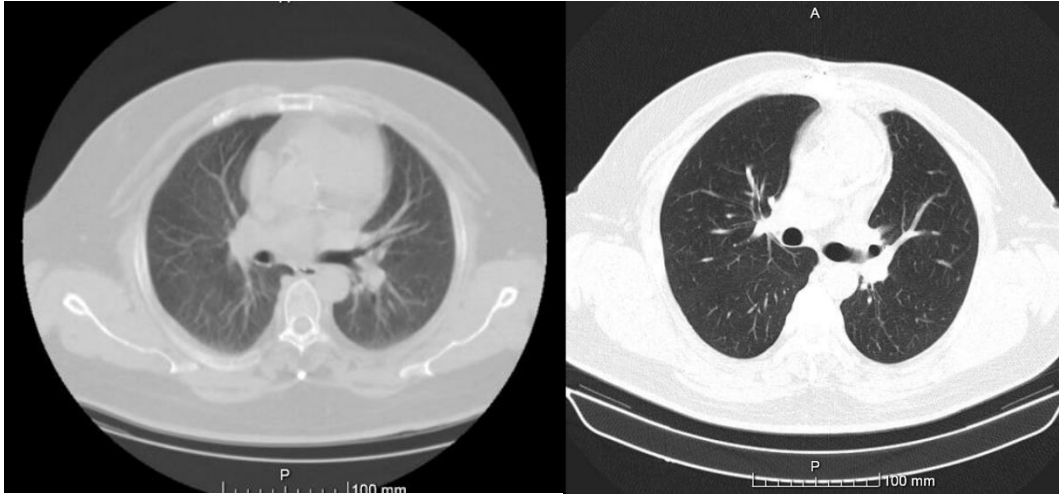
TC pulmonar sem alterações visíveis em novembro de 2008 à esquerda e janeiro de 2019 à direita, sobreponíveis.
